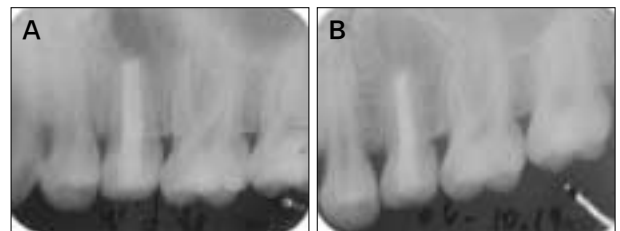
A, Postoperative radiograph of the lower left second premolar treated with MTA. B, Radiograph of the lower left second premolar treated with MTA at 12-months follow-up showing complete healing.
